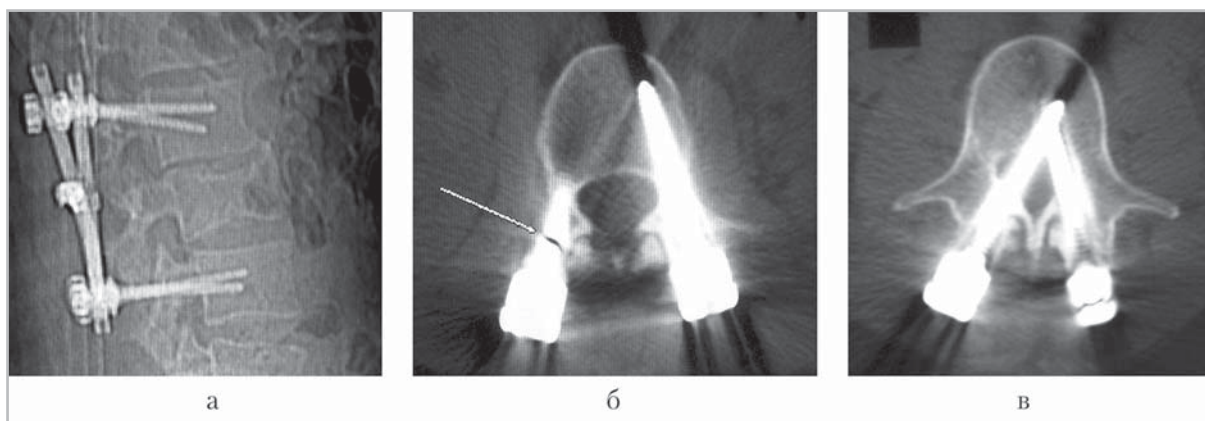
Результаты КТ пациентки Ф. с переломом L_{II} позвонка через 7 мес после операции: *a* — боковая топограмма; *б* — аксиальный срез на уровне L_{II} , демонстрирующий перелом транспедикулярного винта; *в* — аксиальный срез на уровне L_{III} , на котором определяется диспозиция обоих нижних винтов в просвет позвоночного канала
